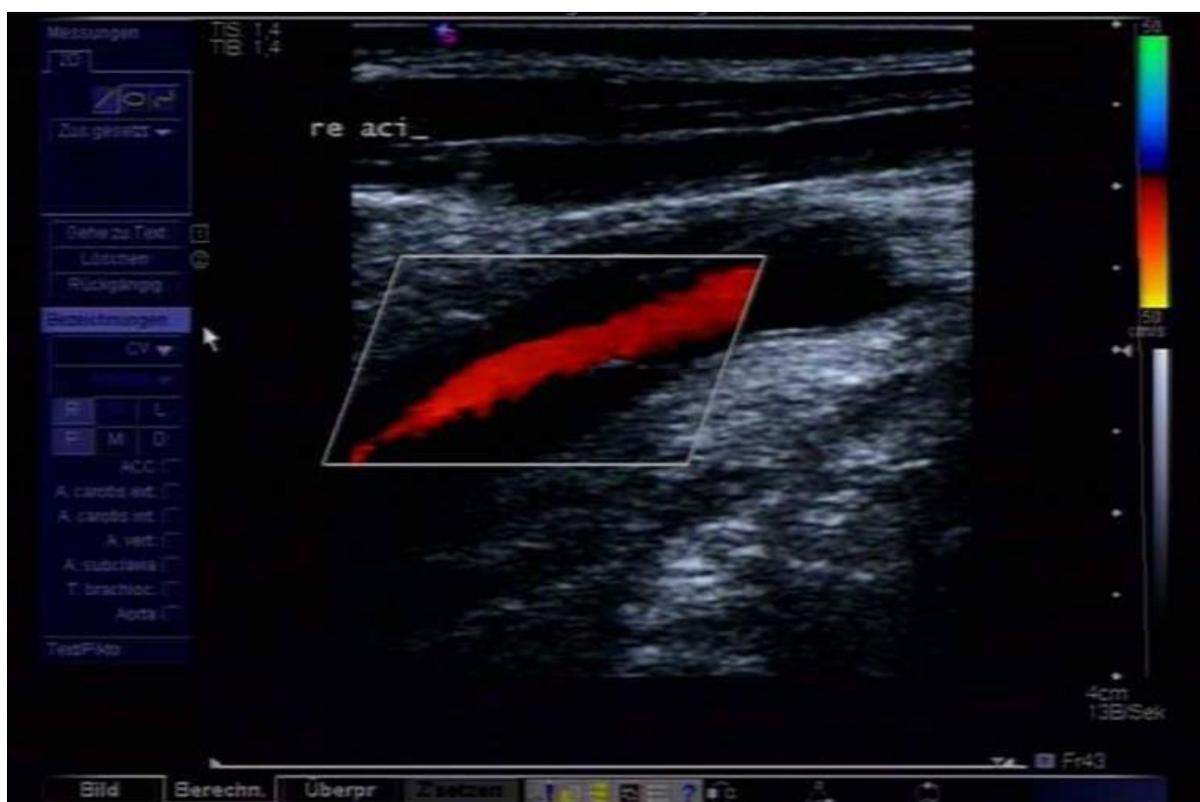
Farbduplex-Sonographie einer Dissektion der rechten ACI
